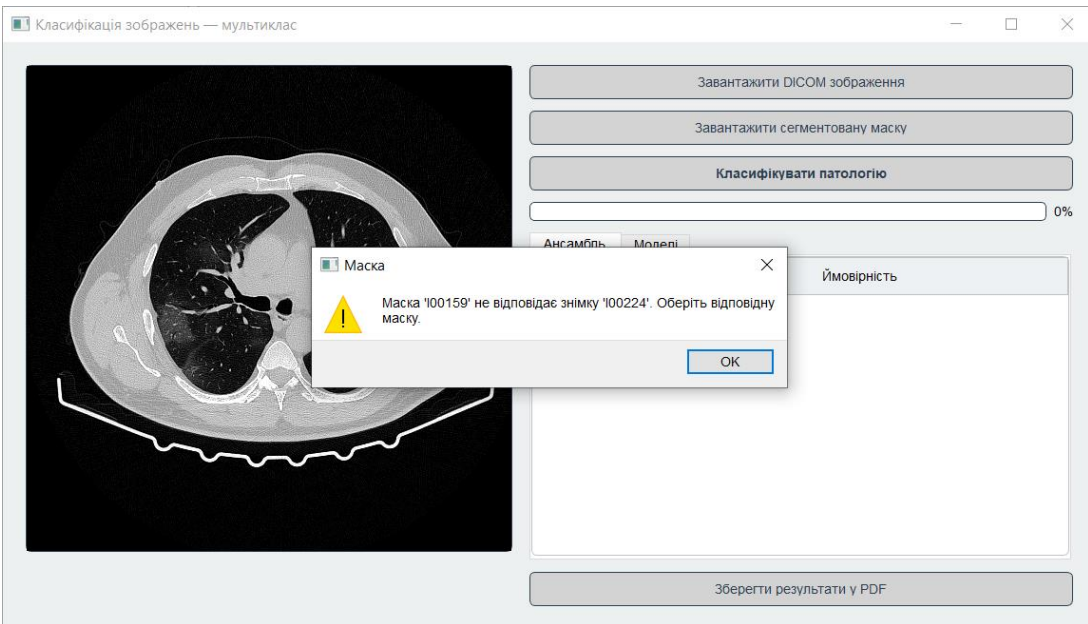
Повідомлення про невідповідність маски до КТ зрізу
